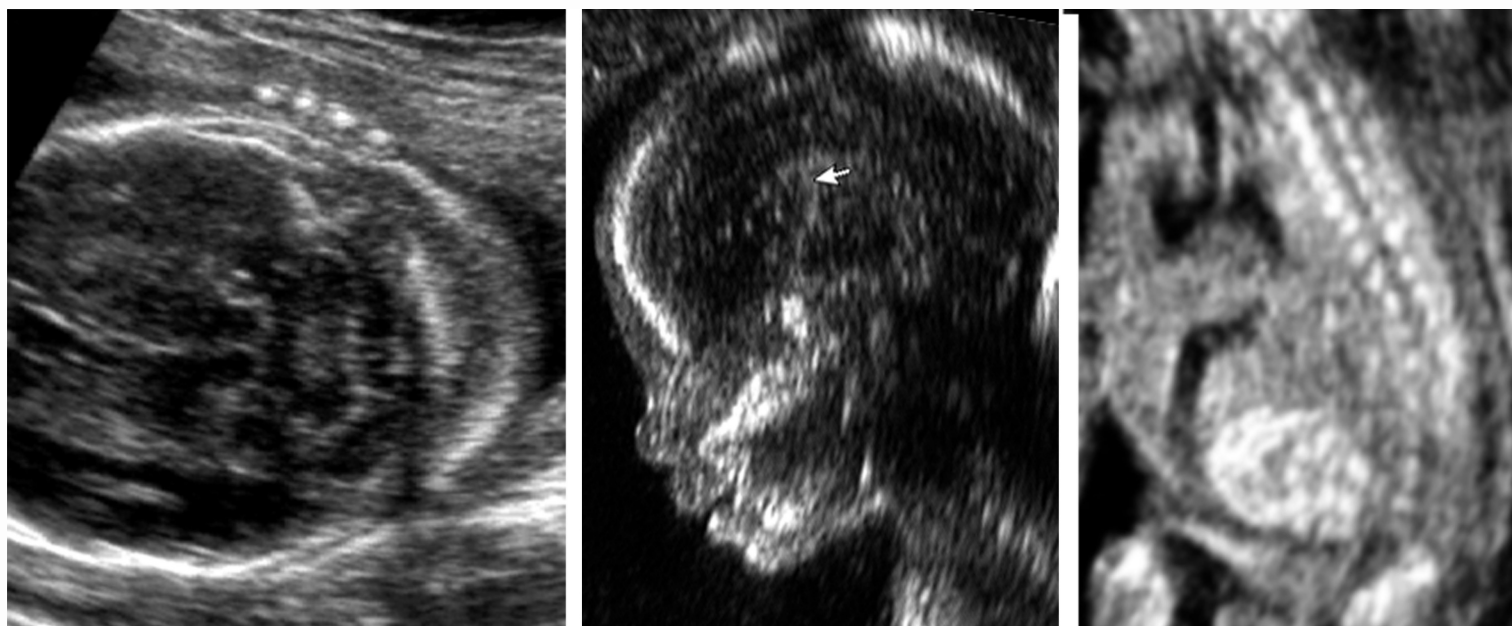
dimostrazione ecografica di varianti anatomiche fetali potenzialmente associate a trisomia 21. Da sinistra a destra plica nucale ispessita, assenza dell'osso nasale, iperecogenicità intestinale
